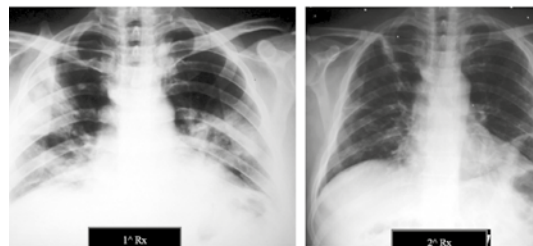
Polmonite bilaterale da legionella anni 55 di sesso maschile (presenti insufficienza respiratoria, leucocitosi, alterazioni delle transaminasi). Nonostante la presenza di manifestazioni extrapolmonari, il netto miglioramento (Rx di destra) è avvenuto in un arco di tempo relativamente breve (a dieci giorni dalla prima radiografia).
